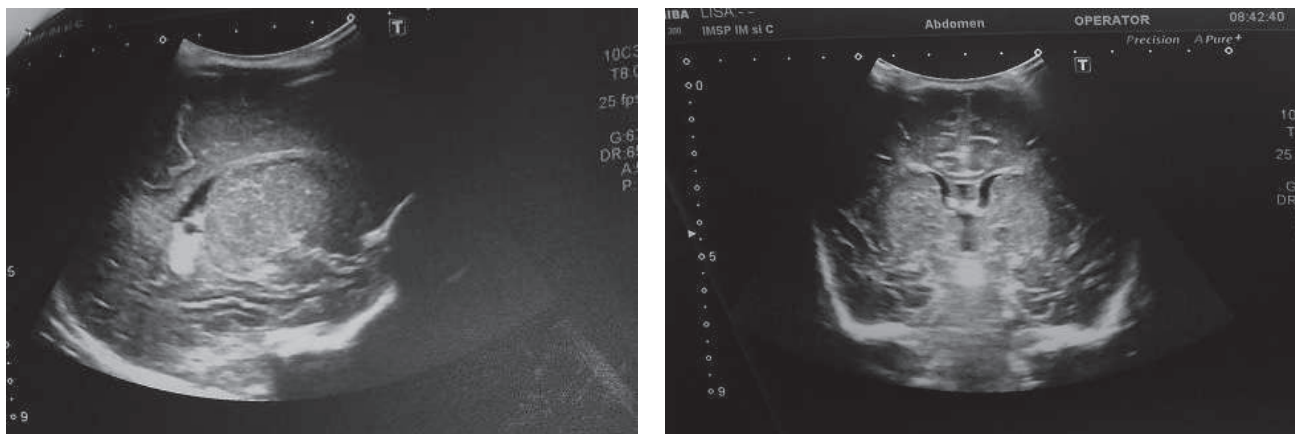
Neurosonography. Periventricular infiltration
